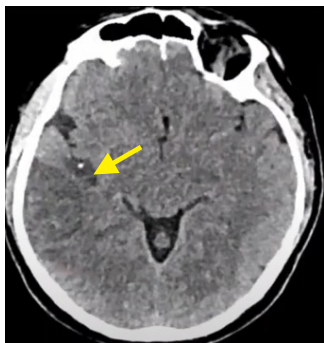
Нативная КТ. Ишемический инсульт
